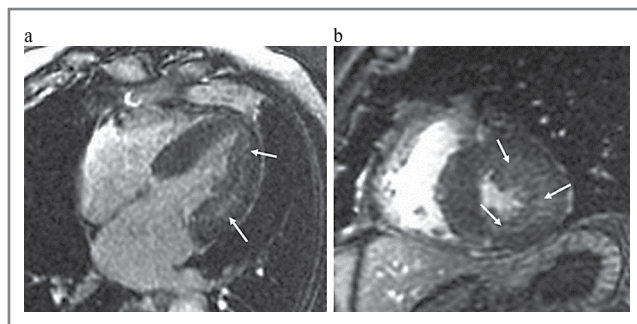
Диффузное отсроченное накопление гадолиния по данным МРТ сердца: а – 4-камерная позиция; б – короткая ось.
